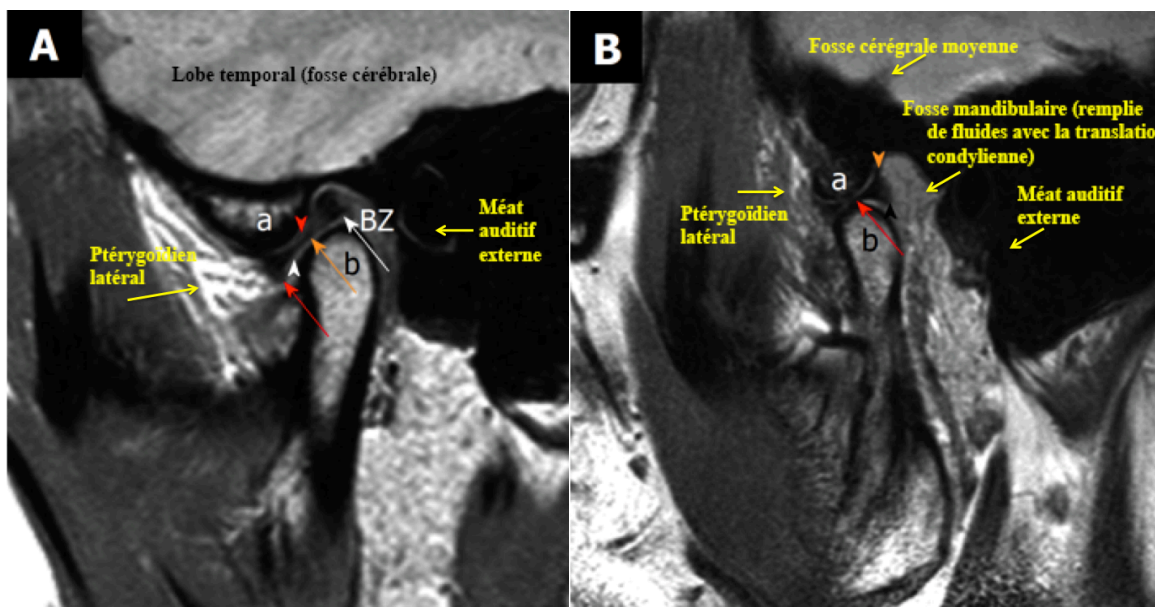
IRM sagittales d'ATM normales (pondérées en densité de protons) modifiées d'après l'article de Bag (92)
